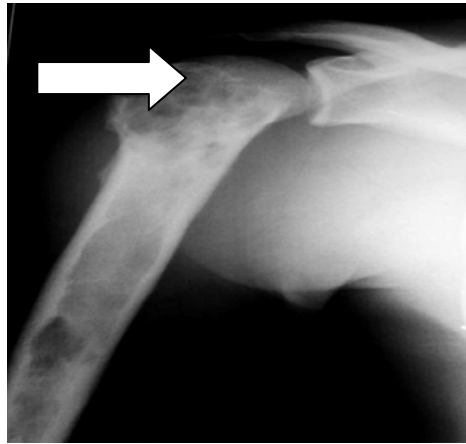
Radiographie: Lacunes osseuses multiples diaphyso-métaphysaires confluentes associées à des encoches endostéales avec réaction périostée minime pluri lamellaire.
